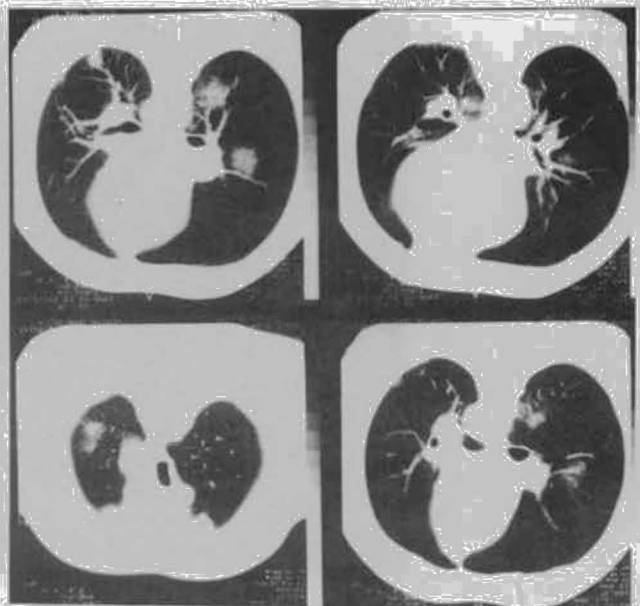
Pormenor da tomografia axial computadorizada torácica, com múltiplas opacidades intersticiais.
